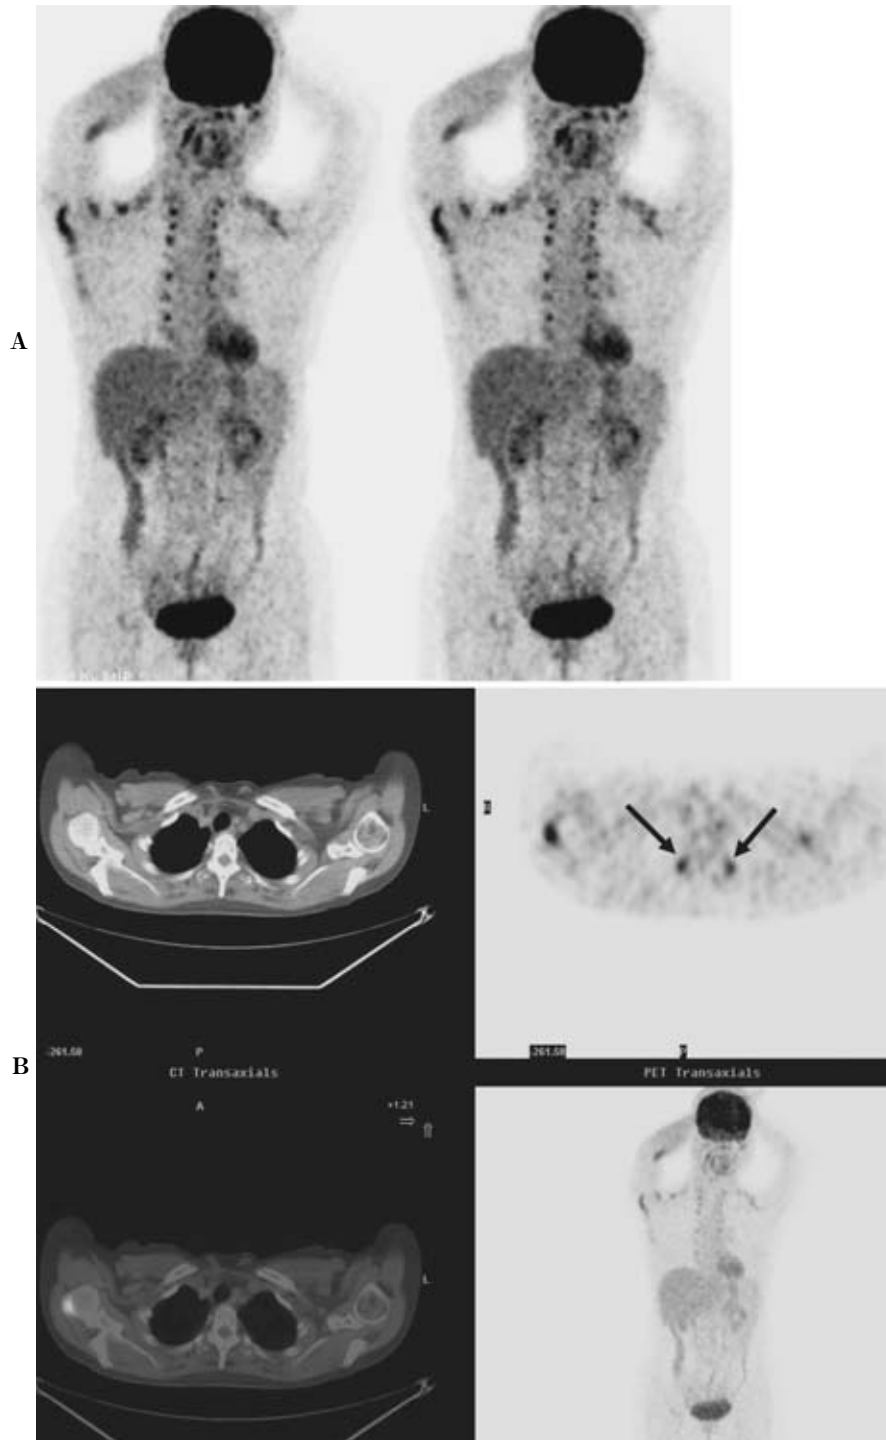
A 56-year-old woman with a history of lung cancer who showed physiological uptake in brown fat tissue. FDG-PET reveals the obvious and symmetrical uptakes around her shoulders and paravertebral areas (A). Transverse PET image shows elevated uptake in bilateral paravertebral regions and the PET/CT image easily demonstrates that the area of uptake correspond to the fat tissue area at the paravertebral region (B).
